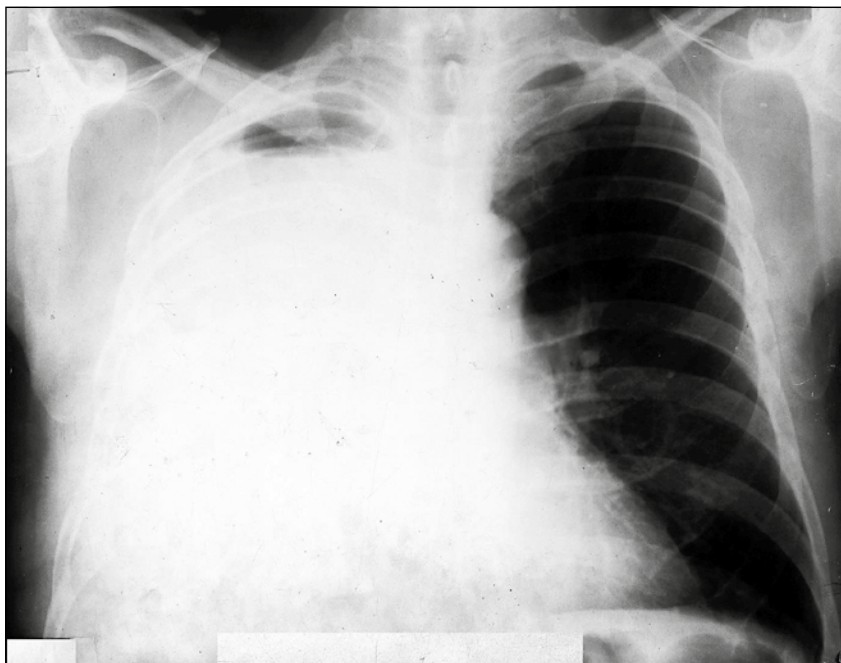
Рентгенография органов грудной клетки пациента В.
